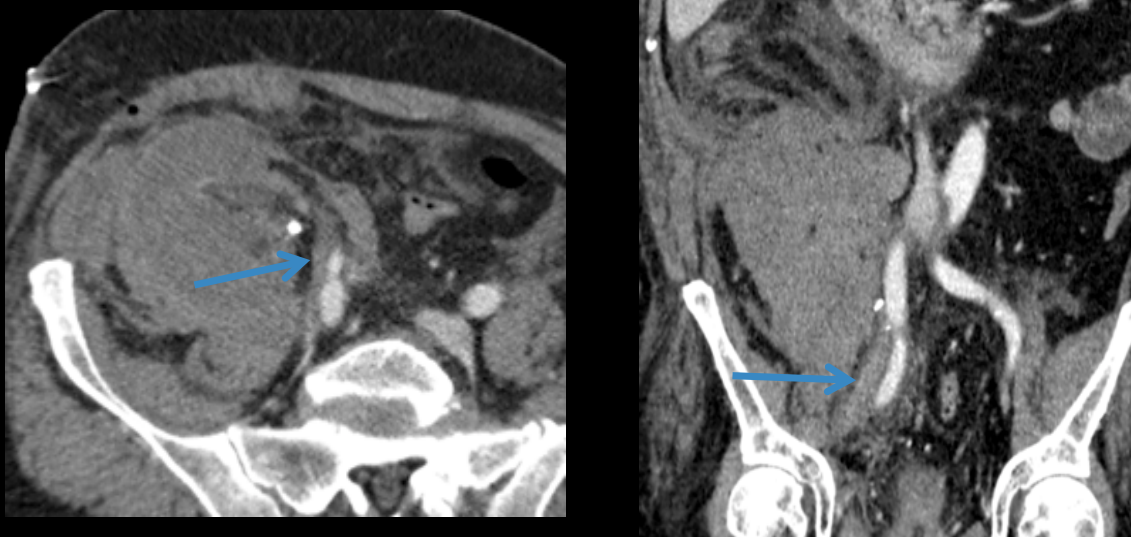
Reconstrucción axial y coronal de TC con contraste. Se visualiza el injerto renal en FID rodeado por un voluminoso hematoma. El injerto presenta ausencia completa de realce. La arteria renal y sus ramas intrarrenales se rellenan correctamente. Ausencia de relleno en la vena renal como consecuencia de la presencia de un trombo intraluminal (flechas azules).
